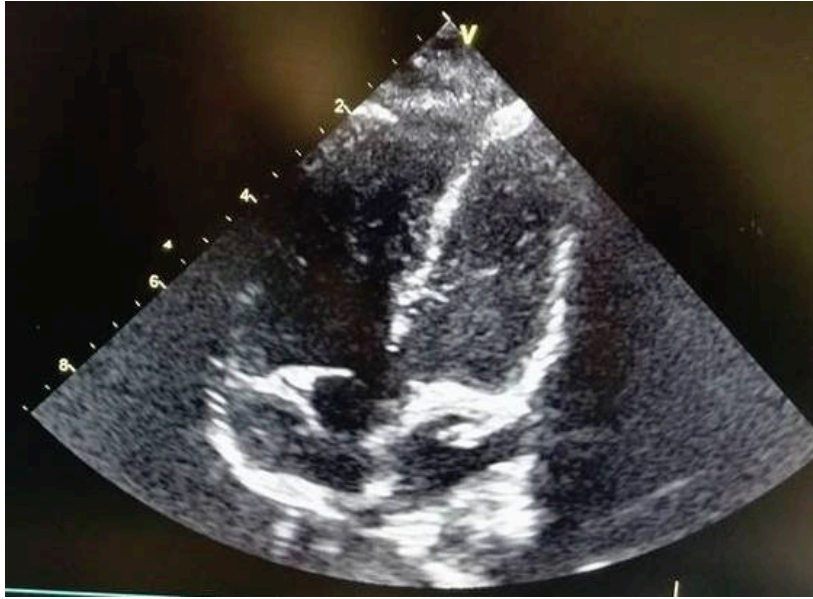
Ecocardiograma transtorácico - imagem 2D - plano apical 5 câmaras.
